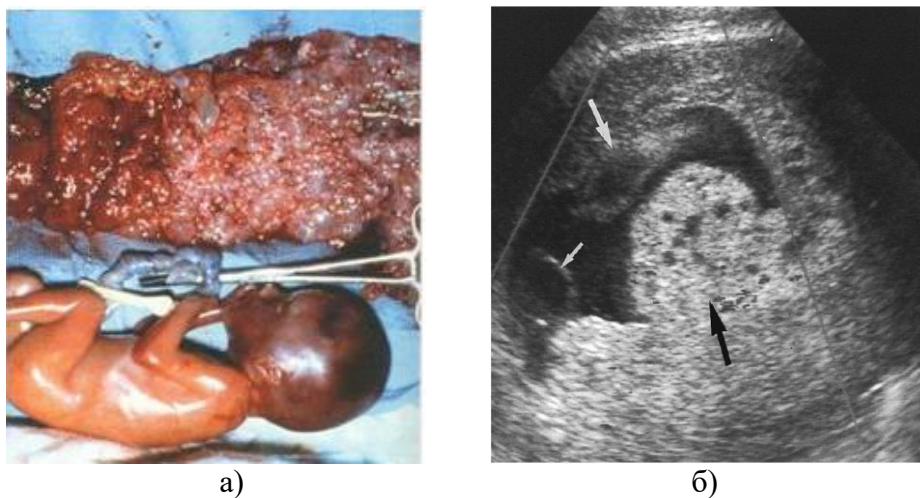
Пузырный занос и плод в удаленной матке (а) и на УЗИ (б)
